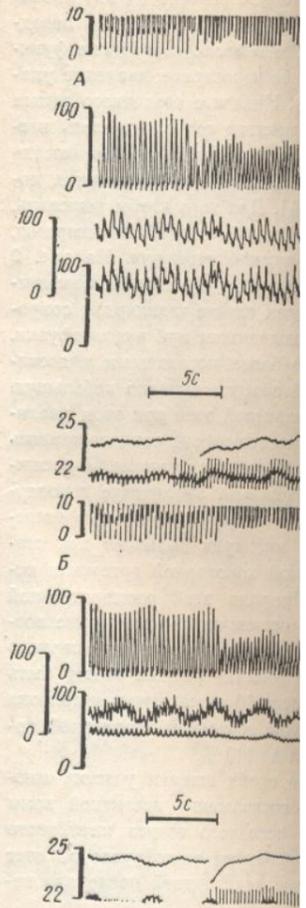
Влияние учащения сердечного ритма на скорость притока в огнибающую коронарную артерию до (А) и во время (Б) прекращения притока в нисходящую коронарную артерию (опыт с аутоперфузией).
